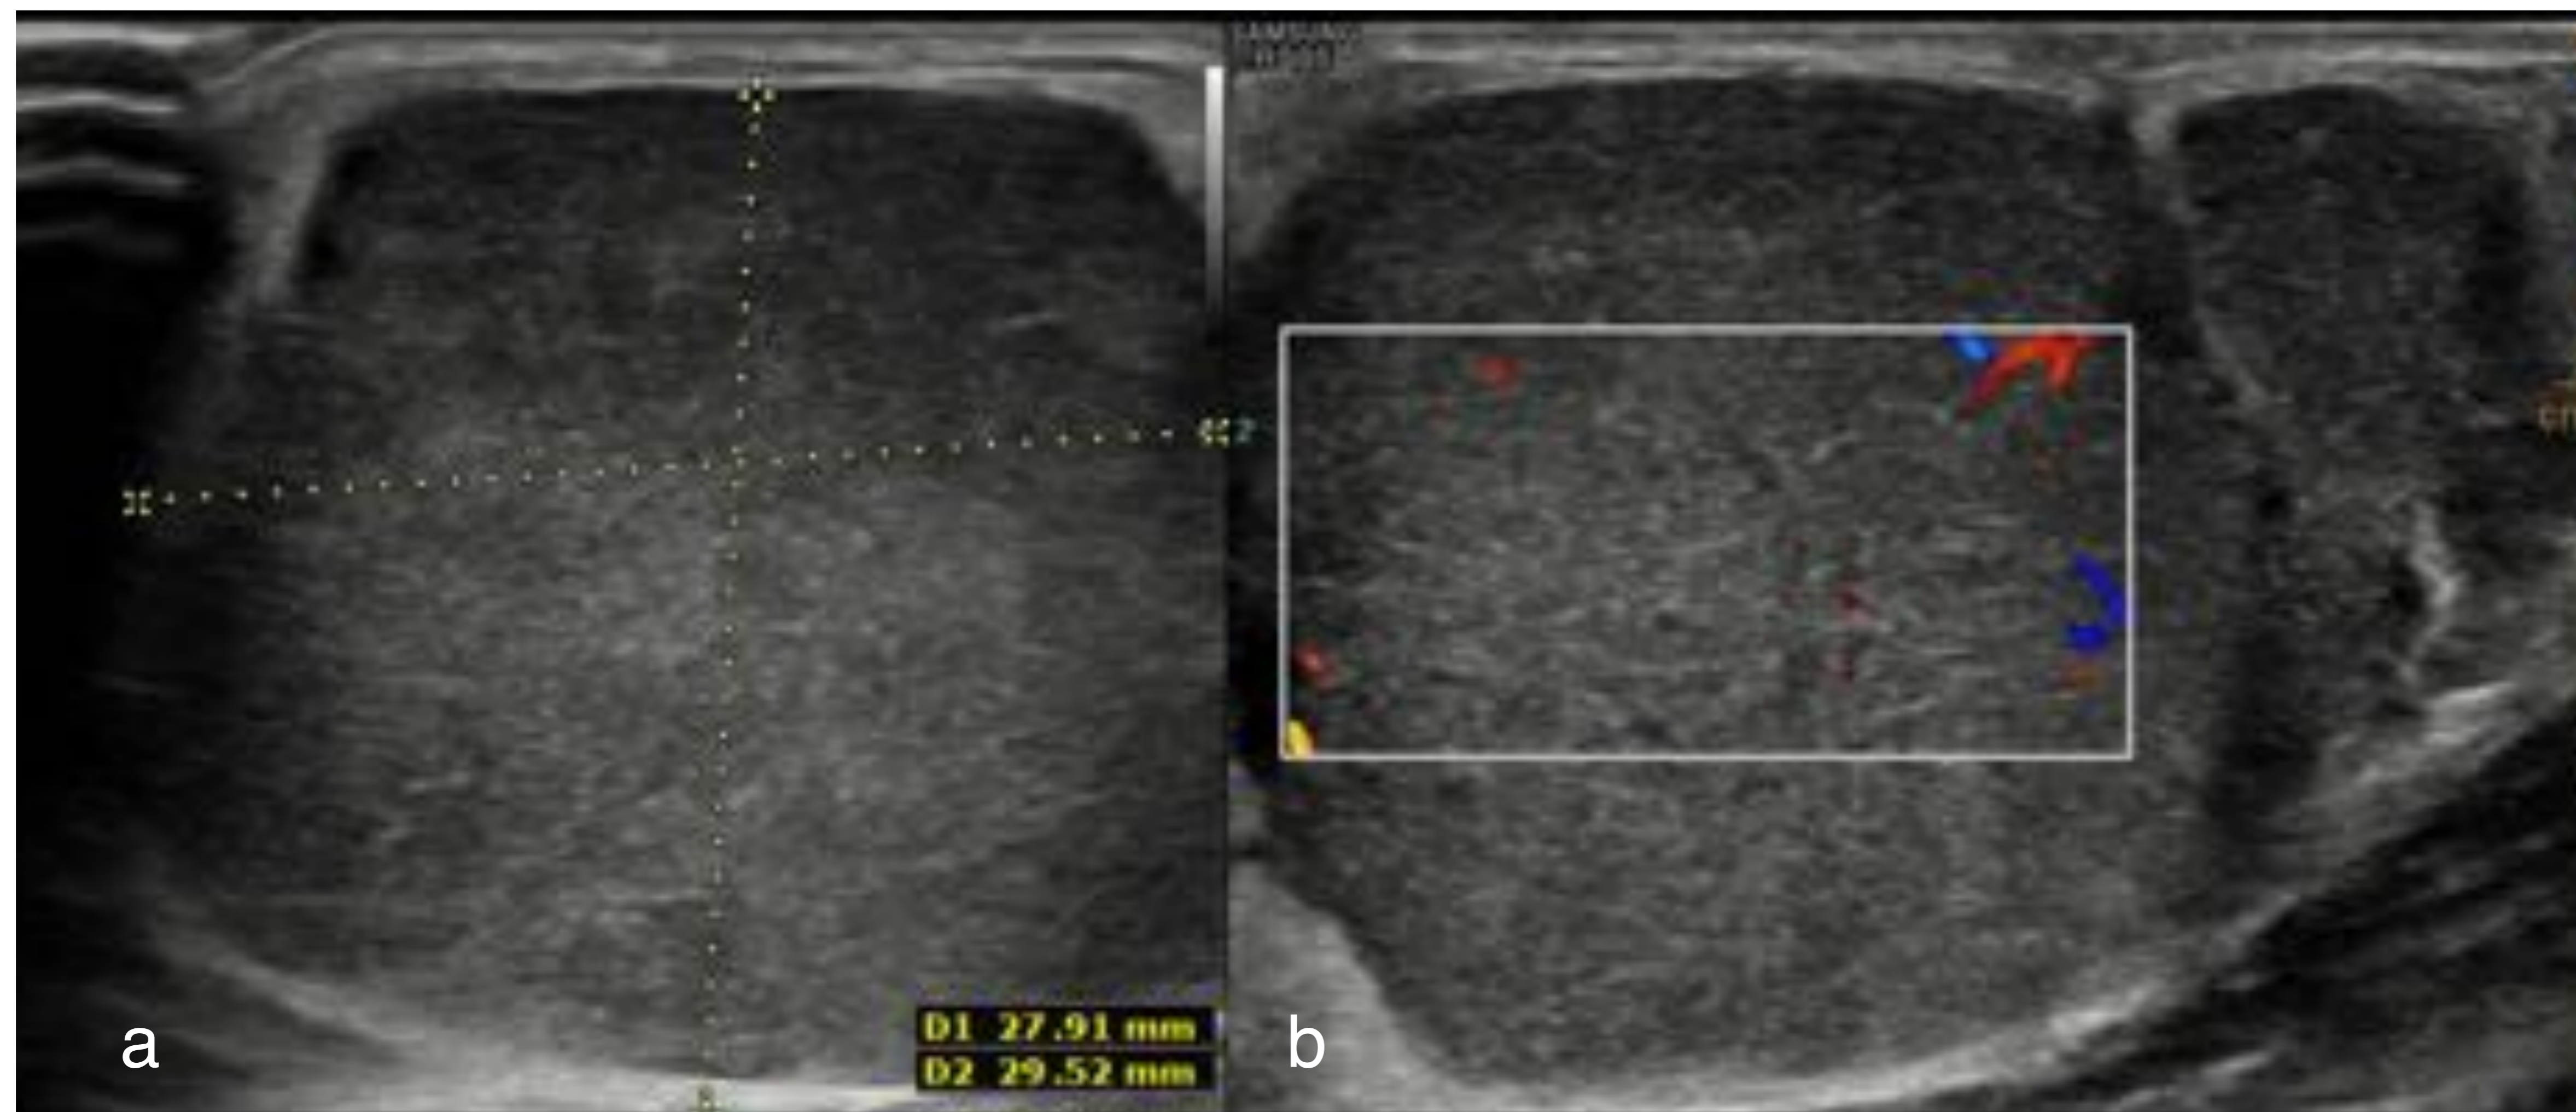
paciente de 49 años, con antecedente de lipoma pleomórfico extirpado en el brazo derecho un año antes. Reparación de una masa de crecimiento rápido en el lecho quirúrgico. Ecografía (a) y ecografía Doppler color (b), RM, secuencias T2 coronal (c) y axial (d), T1 axial (e) y sagital (f), STIR (g) y T1 con saturación grasa y contraste (h). Se identifica una tumoración en el tejido celular subcutáneo de la cara anterointerna del brazo derecho, contactando en profundidad con el músculo bíceps braquial, de 3,6 x 3 x 4 cm (plano axial y eje craneo-caudal). Presenta señal hiperintensa en T2, hipointensa en T1, con varios tabiques y algún pequeño polo sólido, sin componente graso apreciable. Presenta moderado realce homogéneo. Anatomía patológica: mixofibrosarcoma de alto grado.
